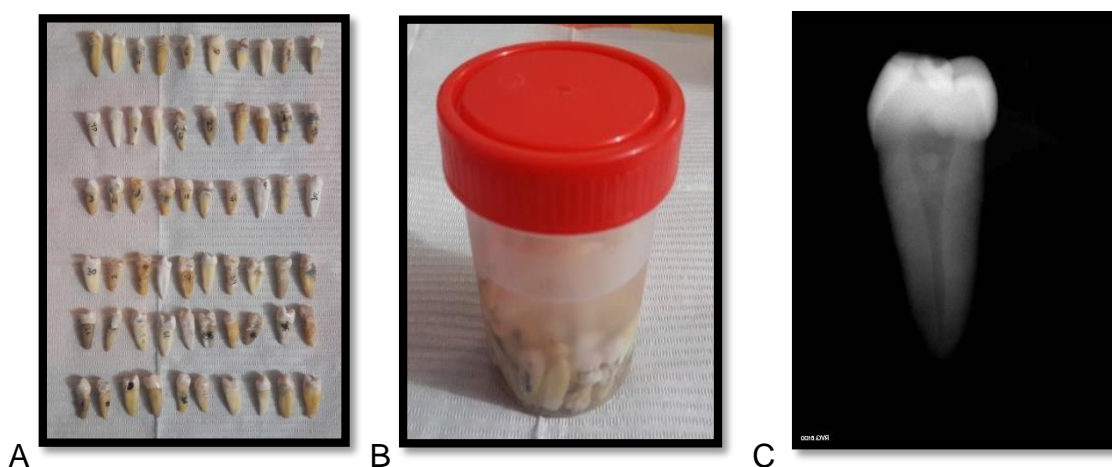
A) Se observan las 60 muestras enumeradas. B) Todas las muestras en hipoclorito. C) Radiografía para verificar que la muestra tuviera solamente un conducto radicular.
